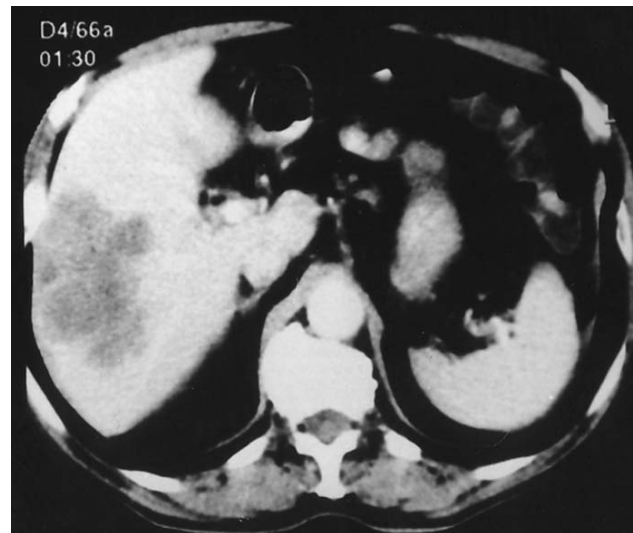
Компьютерная томограмма больного Г. до ПВЭ.
